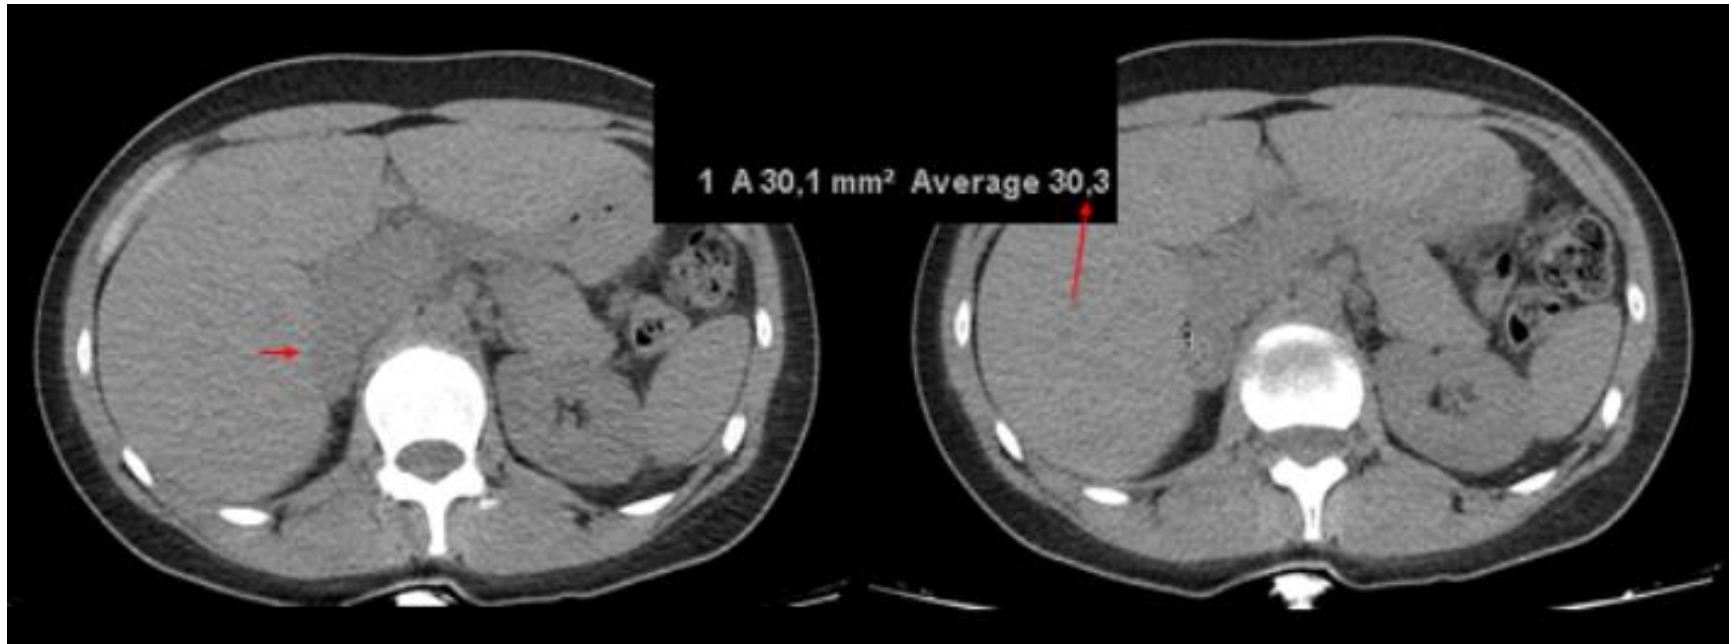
TC de abdomen sin contraste intravenoso. Nódulo adrenal derecho, con valores de atenuación por encima de 10 UH. Requiere más estudios.
